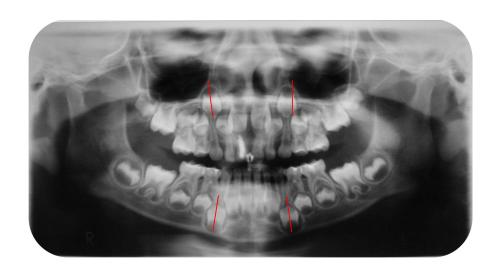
Radiografía panorámica para valorar vía de erupción, número de dientes, vía aérea, ATM, tejidos duros. FP.
